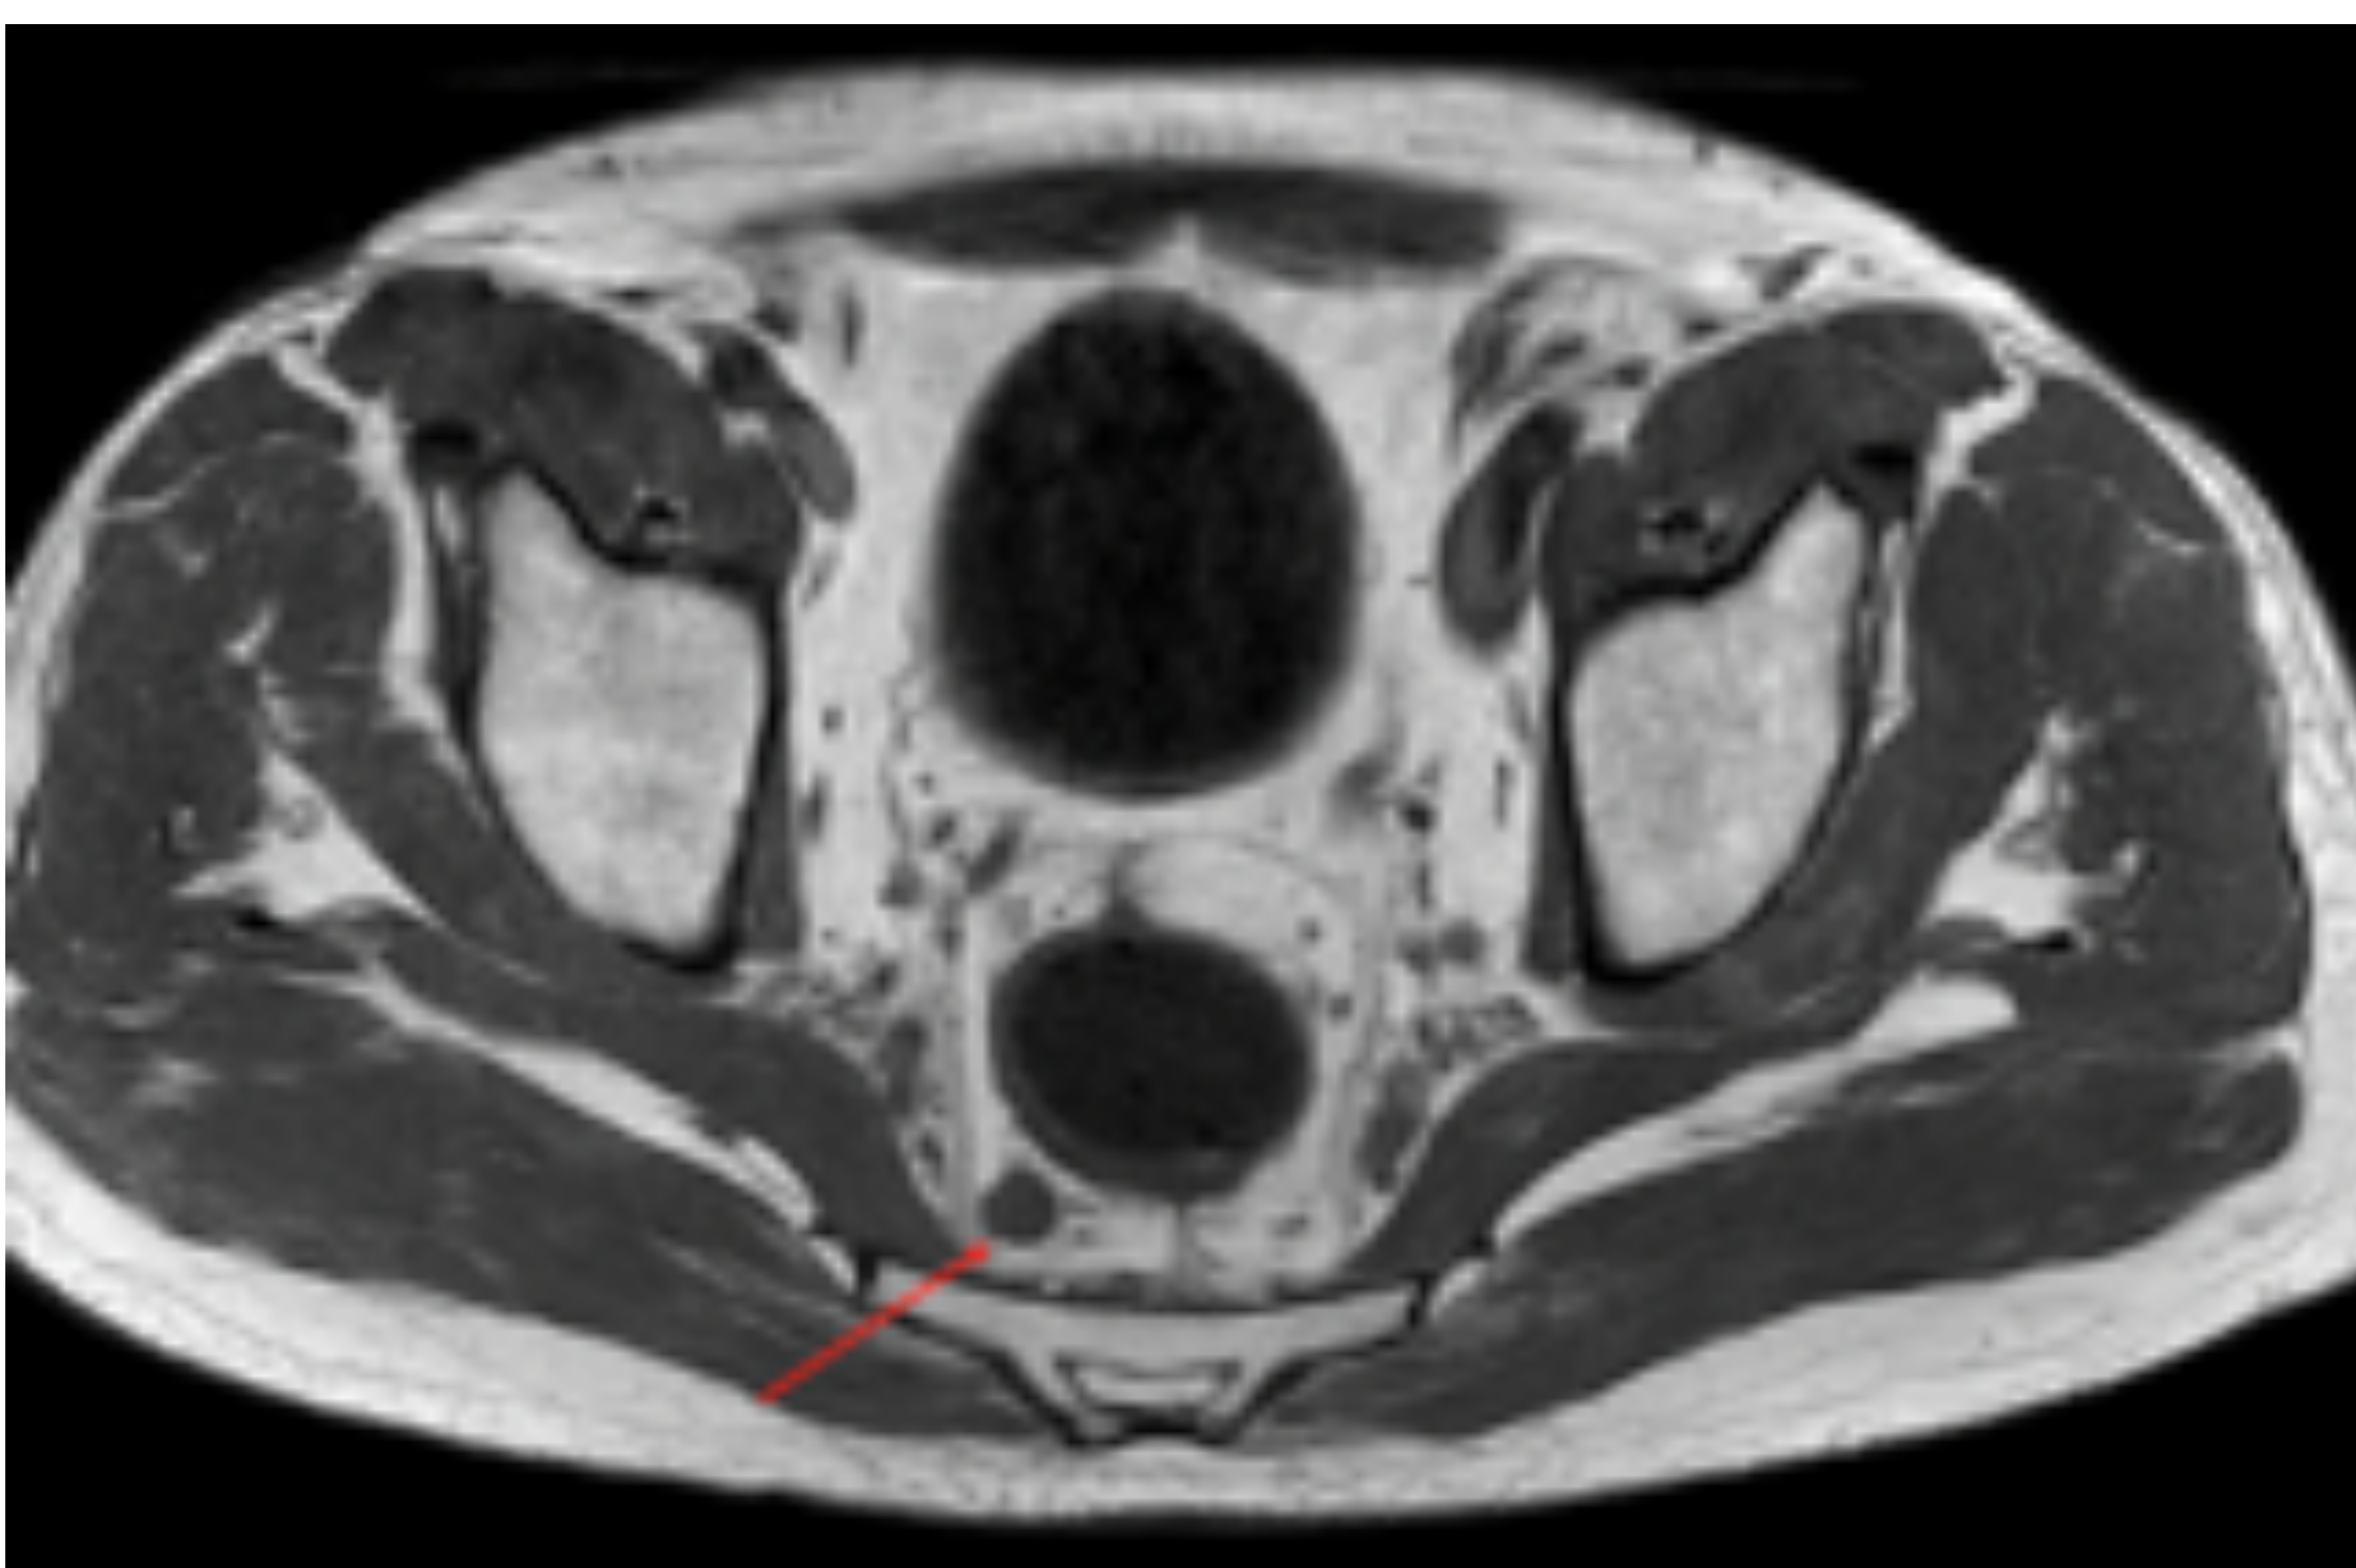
Adenopatía mesorrectal. RM pélvica, corte axial T2. Varón de 57 años con neoplasia de recto inferior (no mostrada). Adenopatía mesorrectal de 11 cm de eje corto (flecha roja).
